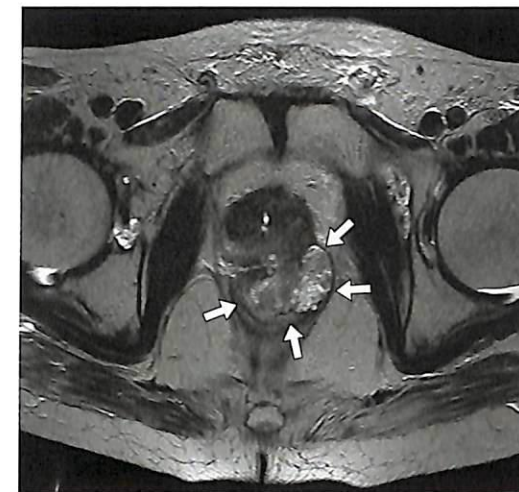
3 Т-МР-томограмма (T2-взвешенное изображение) рака предстательной железы с прорастанием в прямую кишку. Опухоль отмечена стрелками. Обратите внимание на качество получаемой визуальной информации.
